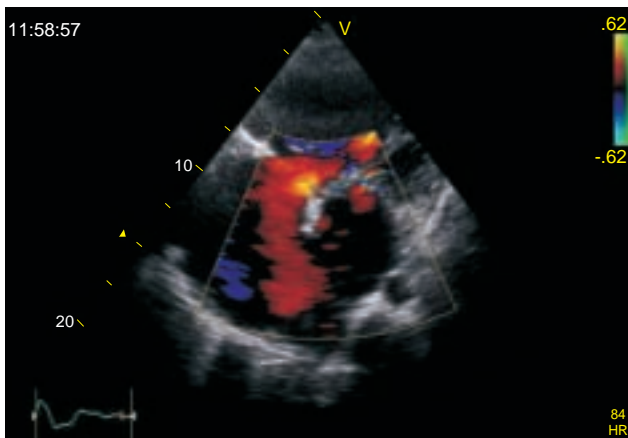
Eje apical de cuatro cámaras con Doppler color en donde se observa cortocircuito a nivel interatrial de izquierda a derecha.
